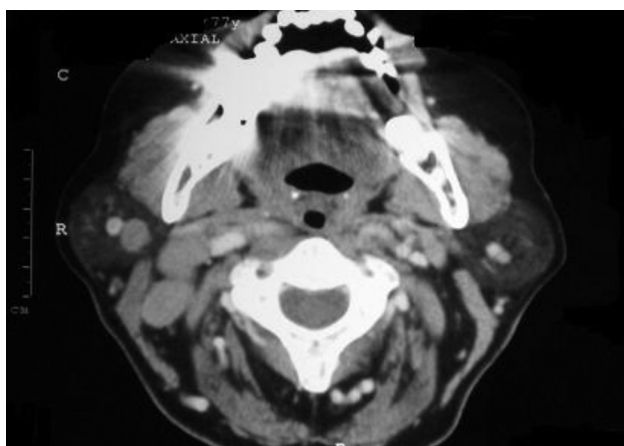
TAC en corte axial. Adenopatías submandibulares y en triángulo posterior derecho.
